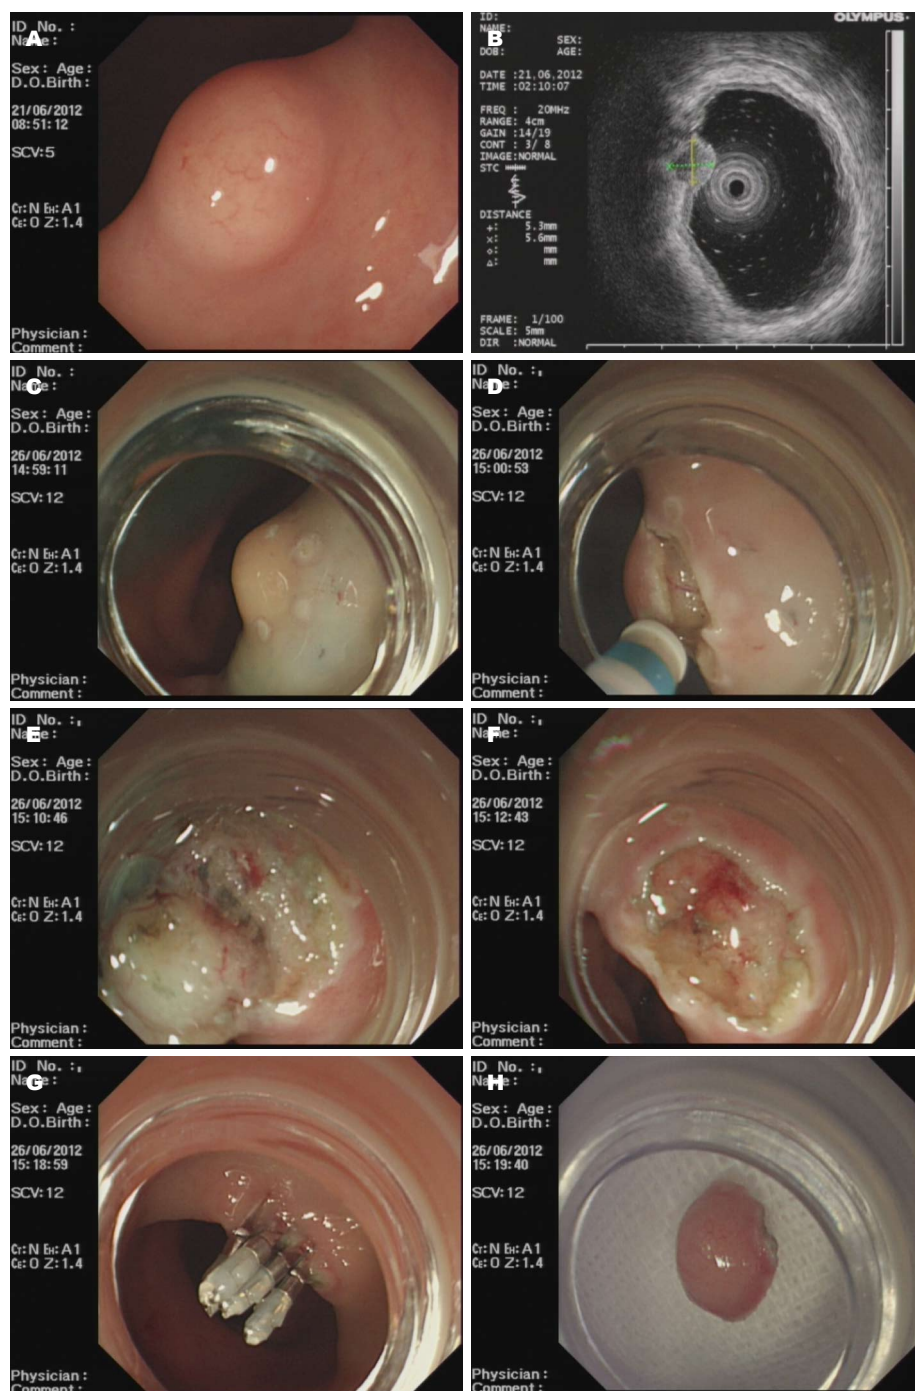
直肠类癌镜下观。A: 结肠镜检查发现黏膜下肿物; B: 超声内镜证实病变部位; C: ESD术前黏膜下注射; D: ESD术中预切开; E: ESD术中黏膜剥离; F: ESD术后创面; G: ESD术后钛夹封闭创面; H: ESD切除的直肠类癌。
